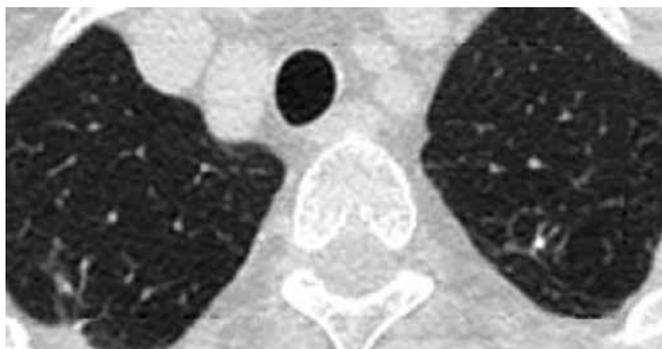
КТ грудной клетки. Фиброз, плотные очаги и кальцинаты S_2 правого легкого и $S_{1,2}$ левого легкого
